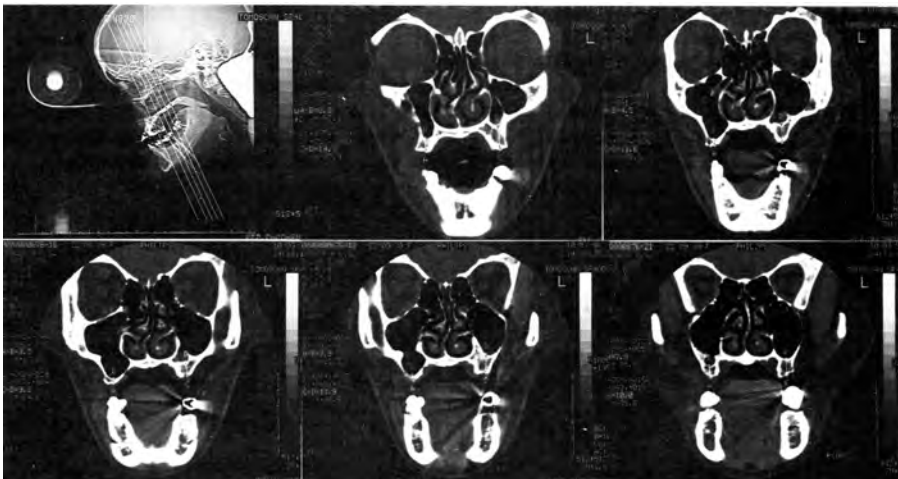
Вертикальні покрокові зрізи лицьового відділу черепа, отримані за допомогою комп'ютерної томографії (у масштабі відображено реальні розміри щелеп — їхню висоту і ширину, а також архітектуру кісткової тканини різних відділів щелепних кісток)
